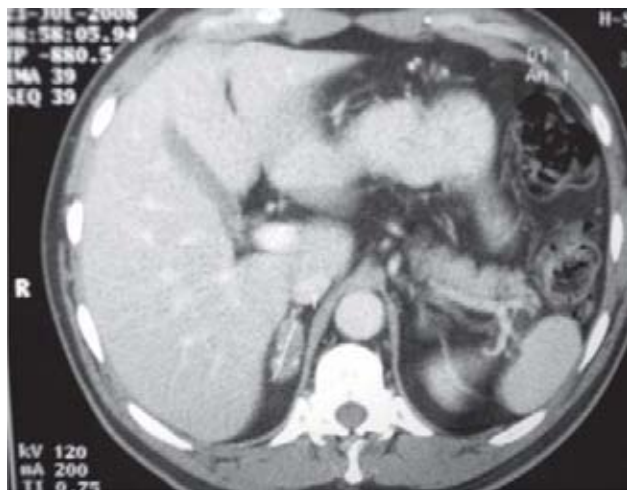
Tomografía axial computarizada de paciente con feocromocitoma de la glándula suprarrenal derecha.
